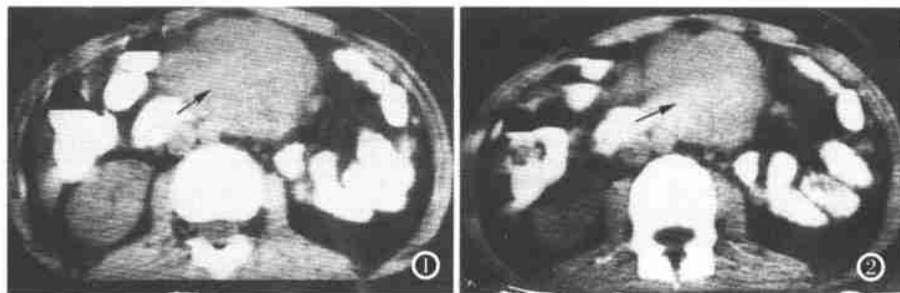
2 中部见 | 软组织块影,约 4.5cm×5cm×5.5cm,CT 值 75HU,呈浅分叶状,边界清晰。腹主动脉受压右后方位移。
